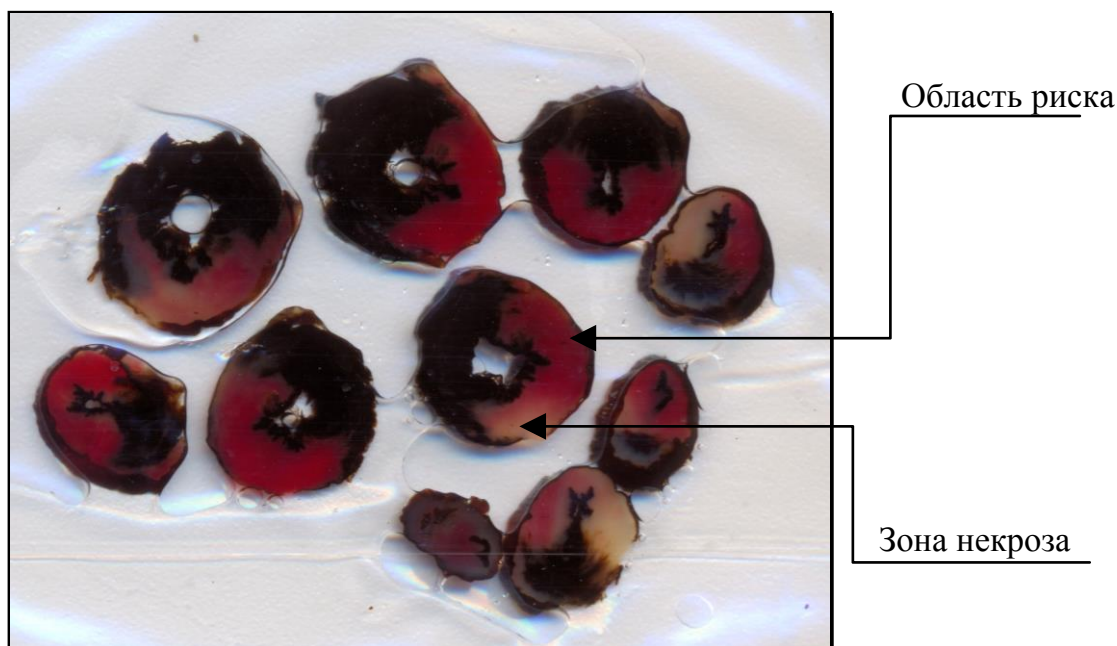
Некроз миокарда при экспериментальной коронароокклюзии-реперфузии.
